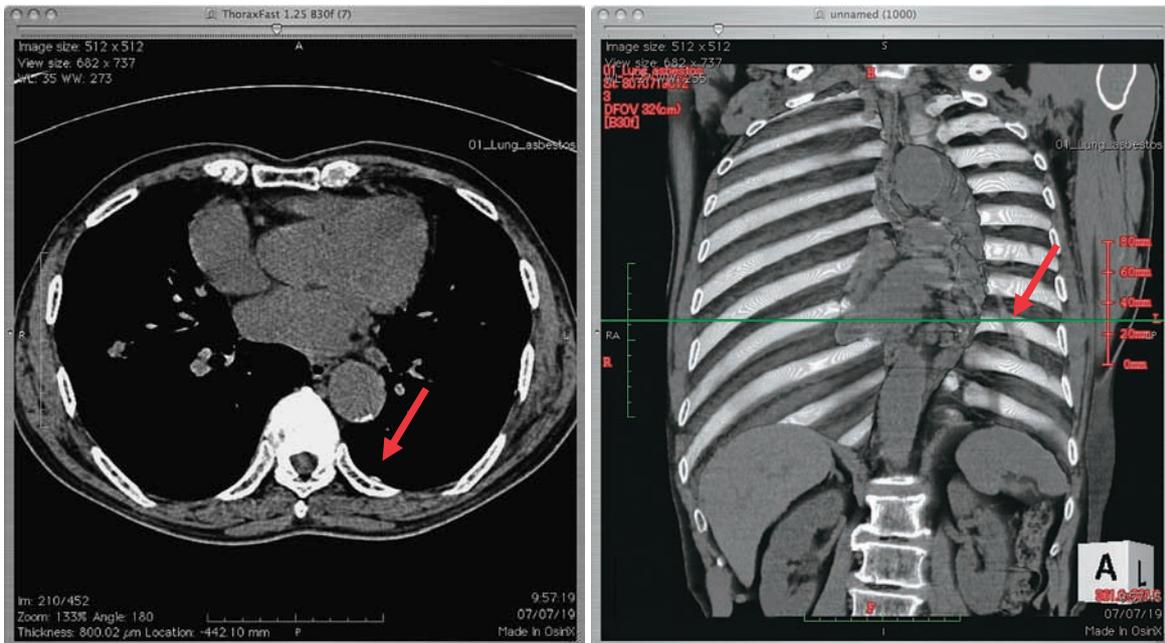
左：CT画像（縦隔条件） 右：胸壁3D表示（斜位）
